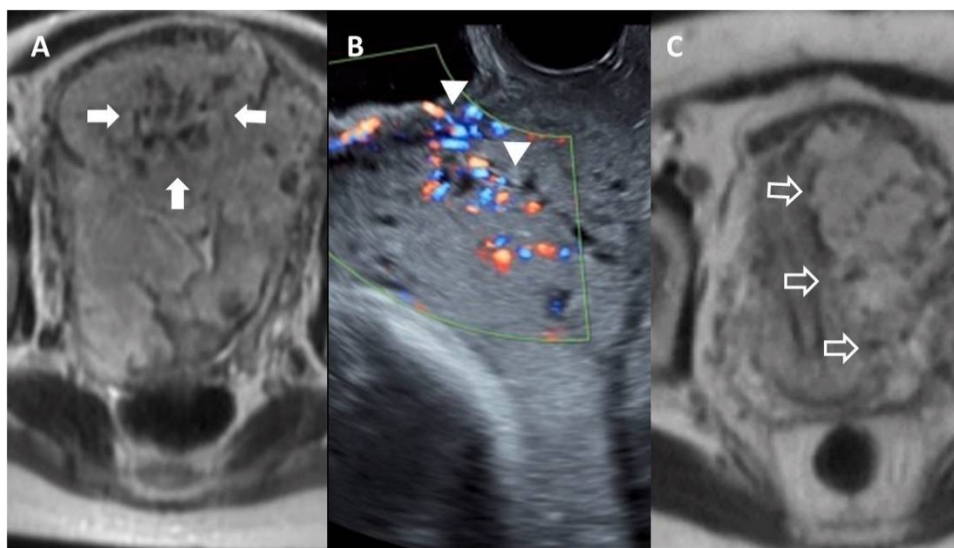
Différentes coupes sagittales IRM avec écho-doppler[36].
